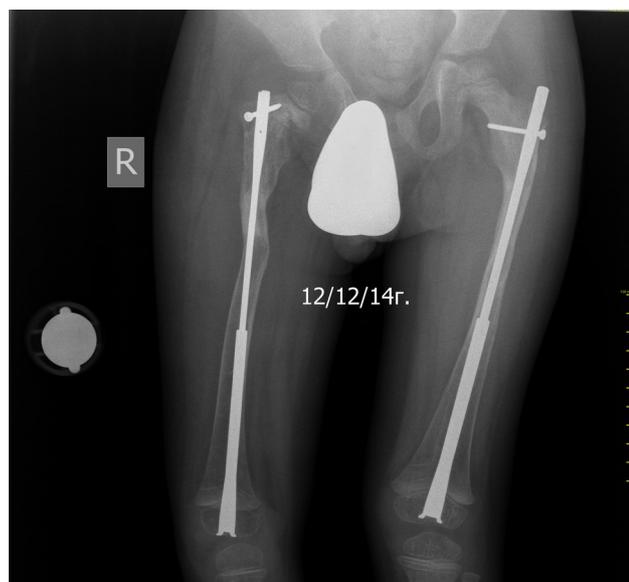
Рентгенограмма пациента с ТИО бедренных костей
